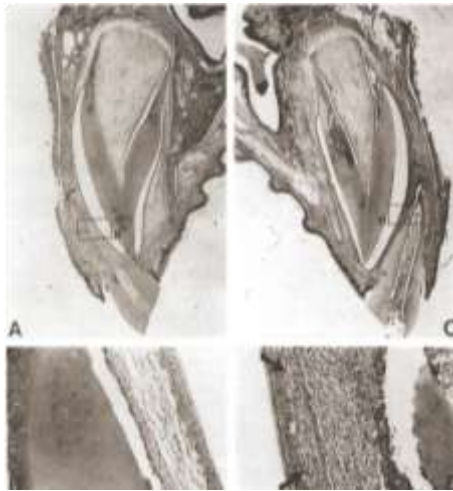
Replantación de gérmenes dentales maxilares de mono con folículos lesionados. Radiografías pre y postoperatorias, y la condición después de 9 meses. No ha ocurrido la erupción. Vista de bajo poder de ambos incisivos centrales. Note la carencia de erupción a pesar de una formación radicular casi total. Además, note los sitios de anquilosis que afectan las coronas de ambos dientes (flechas).<sup>(9)</sup>
